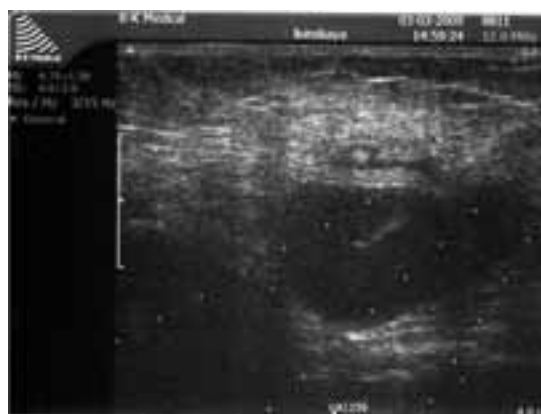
Ультрасонограмма пахового лимфатического узла слева. Узел пониженной эхогенности с нарушенной структурой (отсутствующим мозговым веществом) — метастаз рака анального канала. Пункция под контролем УЗИ, пункционная игла выглядит в виде линии повышенной эхогенности.
